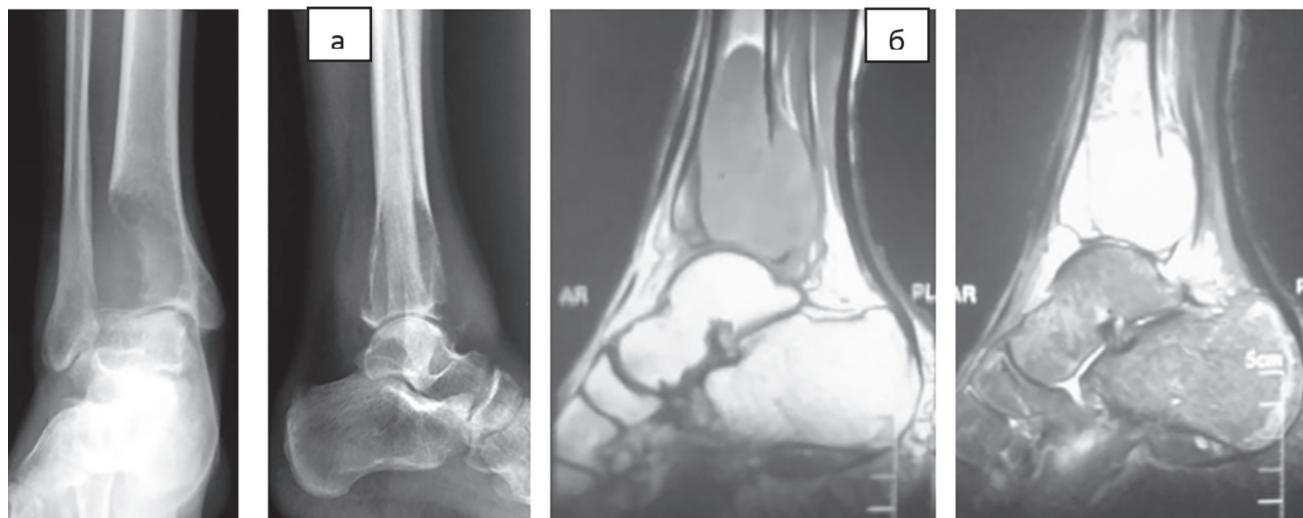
Рентгенограмма (а) и МРТ (б) правых голени и голеностопного сустава пациента А.И. до операции.
